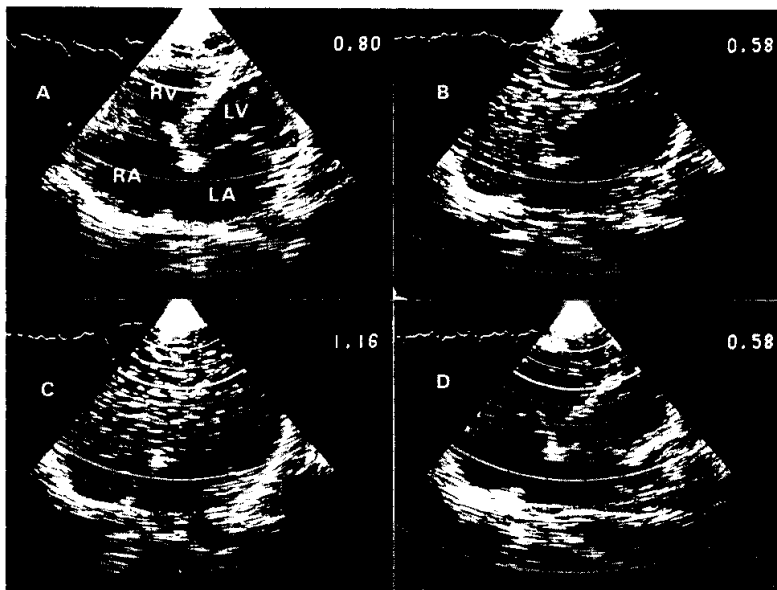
Contrast echocardiography of VSD Eisenmenger syndrome in apical 4 chamber view.
